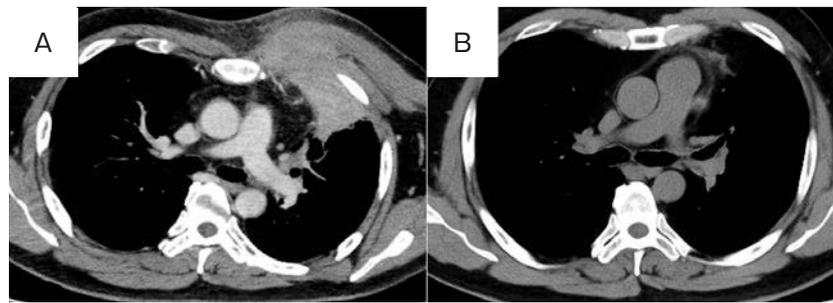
Contrast-enhanced computed tomography (CT) image of the chest upon admission and unenhanced CT image after treatment. (A) In the left upper lobe, there was a shadow with a heterogeneous contrast effect, which continued to the left pectoralis major muscle and extended to the extrathoracic cavity. There was no destruction of the ribs. The left hilar and para-aortic lymph nodes were mildly enlarged. (B) Six months after starting the medication, the opacities in the left upper lobe and anterior chest wall had disappeared.
